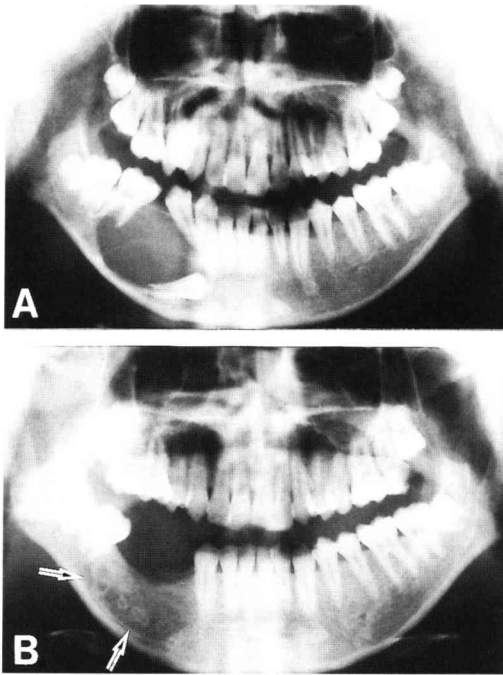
Panoramic radiograph of case 3
